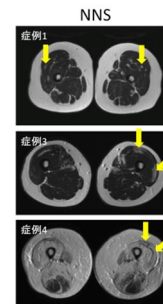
NNS 症例の大腿部 MRI (T2WI)
